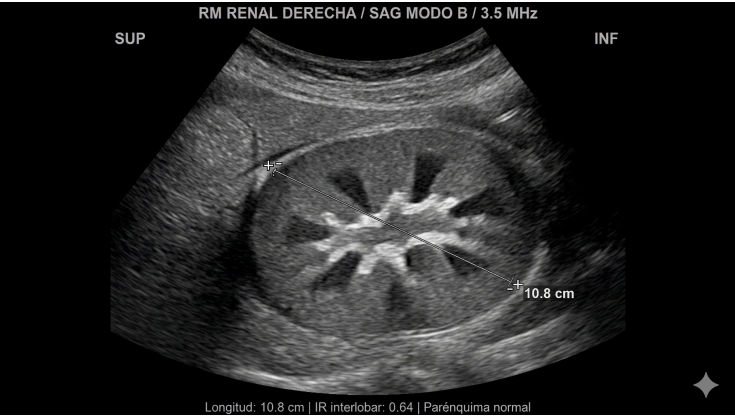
Ecografía renal derecha en modo B, corte longitudinal (transductor convex 3,5 MHz). Se identifican las tres zonas anatómicas: corteza isoecogénica (flecha continua), pirámides medulares hipoeecogénicas (asterisco) y seno renal hiperecogénico central (flecha discontinua). Longitud renal: 10,8 cm. Morfología y ecoestructura normales. Imagen generada mediante inteligencia artificial con fines ilustrativos. No corresponde a un caso clínico real.
